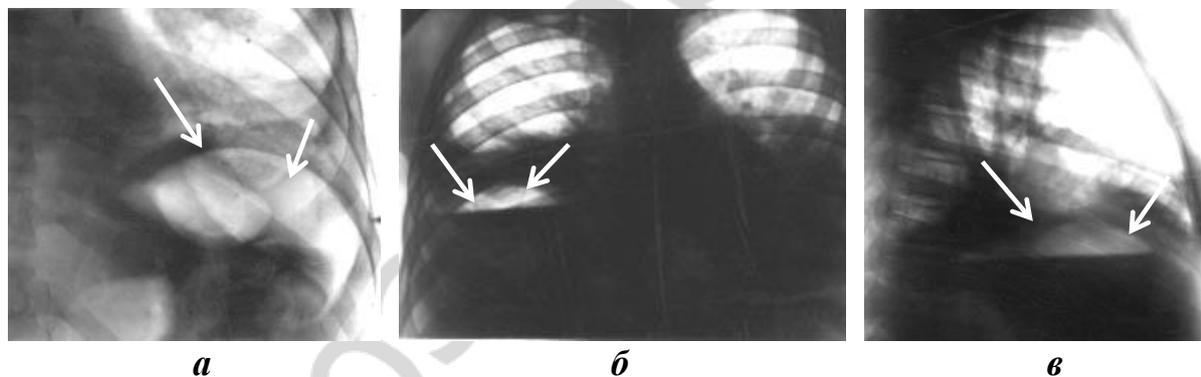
Рентгенологическая картина вторичных диафрагматитов:
